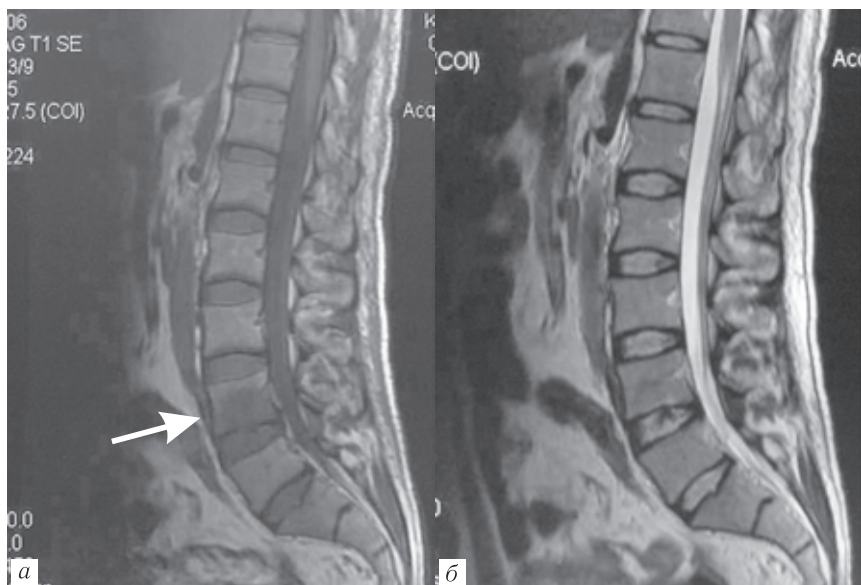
МРТ поясничного отдела позвоночника: T1-ВИ (а), T2-ВИ (б). Острый спондилит L_{IV}. На T1-ВИ гипоинтенсивный МР-сигнал в каудальном отделе тела L_{IV} (стрелка), интенсивность МР-сигнала ниже, чем от межпозвоночного диска. На T2-ВИ — изоинтенсивный МР-сигнал
